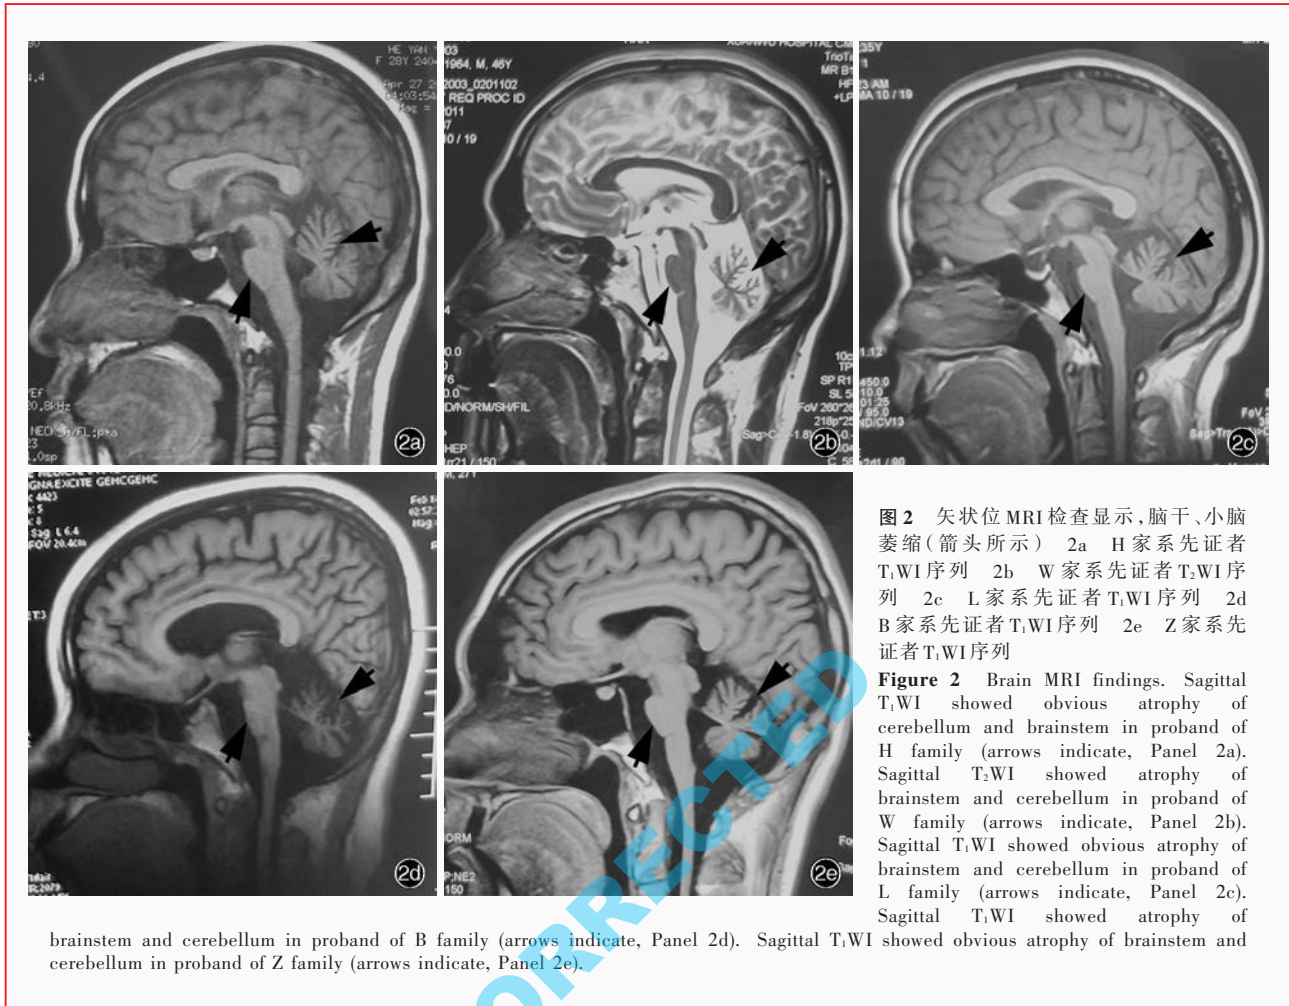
矢状位 MRI 检查显示,脑干、小脑萎缩(箭头所示) 2a H 家系先证者 T₁WI 序列 2b W 家系先证者 T₁WI 序列 2c L 家系先证者 T₁WI 序列 2d B 家系先证者 T₁WI 序列 2e Z 家系先证者 T₁WI 序列
